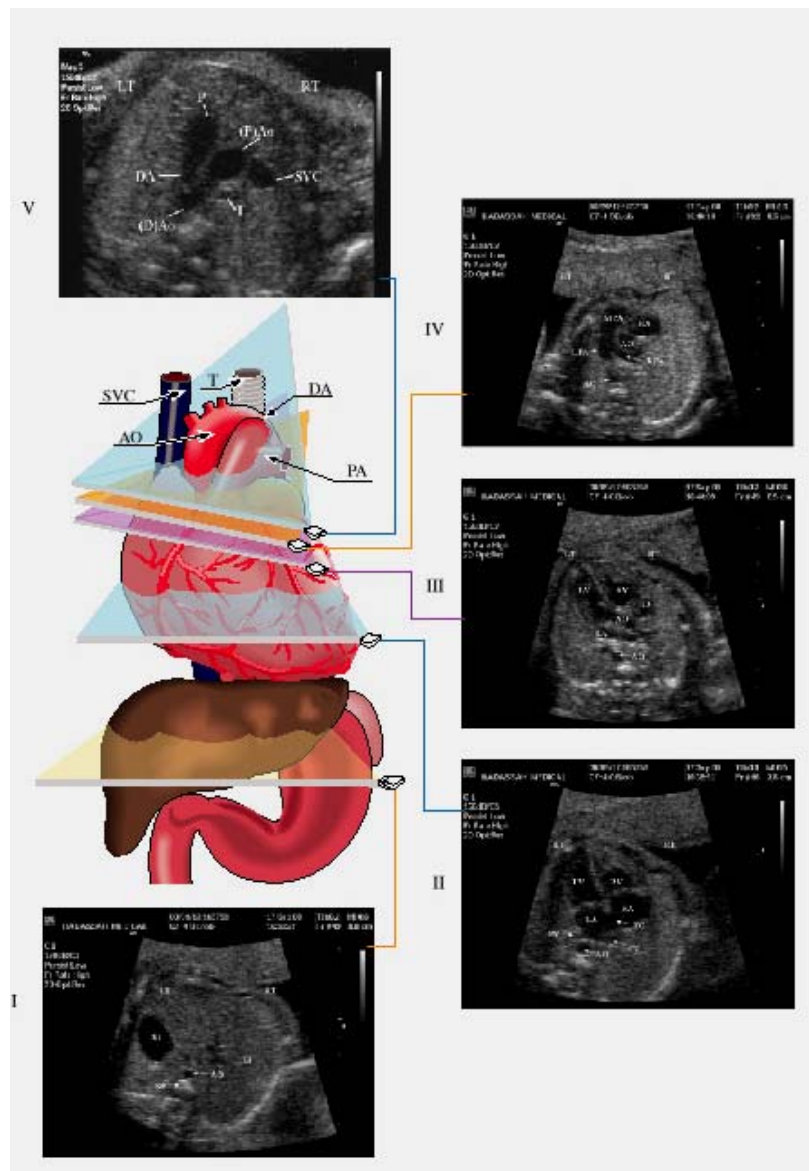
Die fünf Schnittebenen der fetalen Echokardiographie (Yagel S, 2002)
